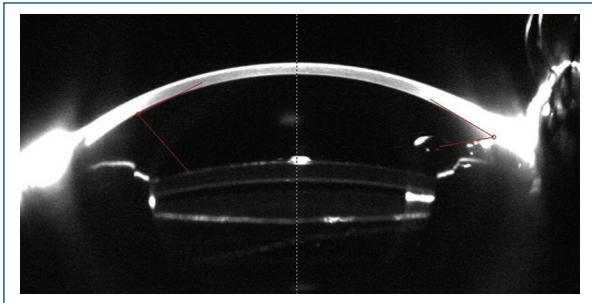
Tomografía de Scheimpflug bajo dilatación de pupilas en donde es aparente la existencia de dos lentes intraoculares, uno en el surco ciliar (el más superior) y otro en el saco (el más inferior). Nótase la presencia de un espacio entre los dos lentes («vault interlenticular») que evita la aparición de opacidad.
